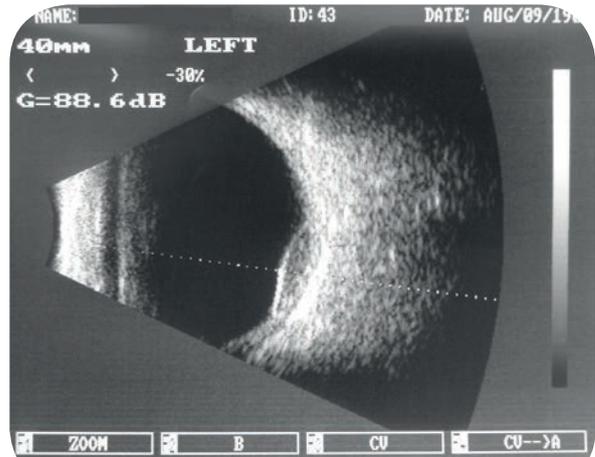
h.22 Hemangioma coróide (Ecografia)
